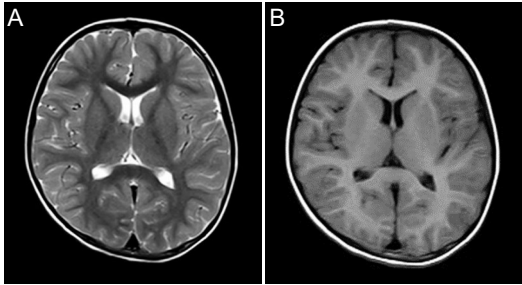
患儿头颅MRI T₁WI(A)及T₂WI(B)成像
